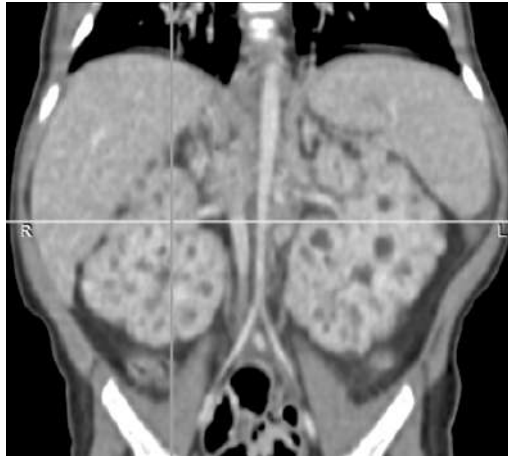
Компьютерная томография брюшной полости пациента 1
